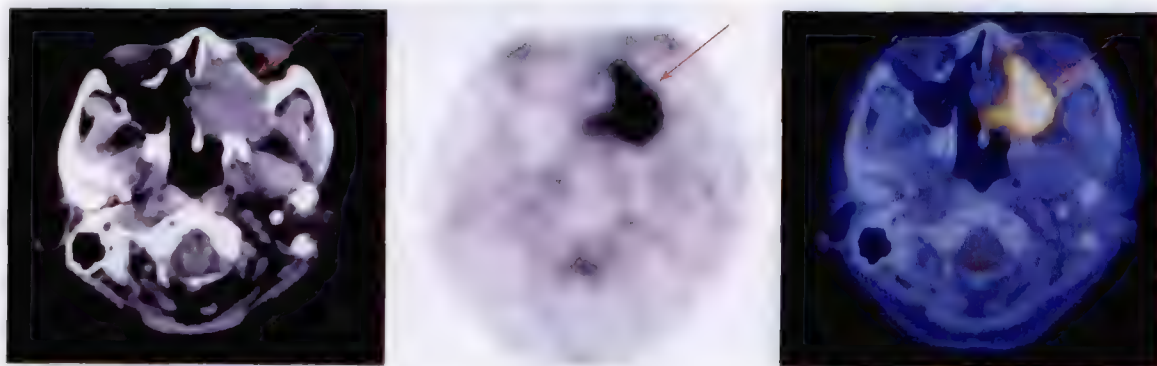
鼻腔鳞癌 ^{18}F -FDG PET/CT 显像
